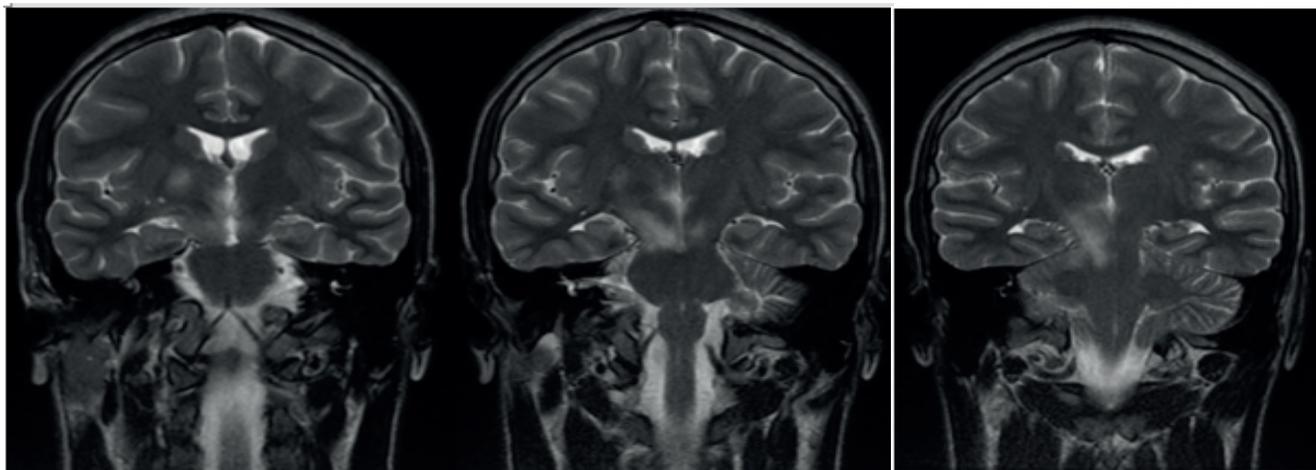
B. Cortes coronales de resonancia magnética cerebral, secuencia T2
